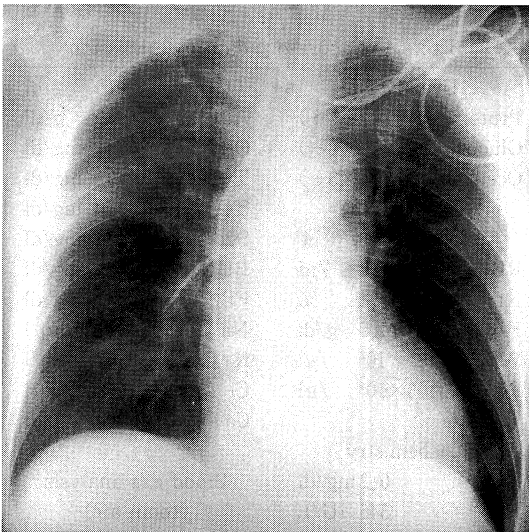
The plain X-ray film of the chest on admission.
